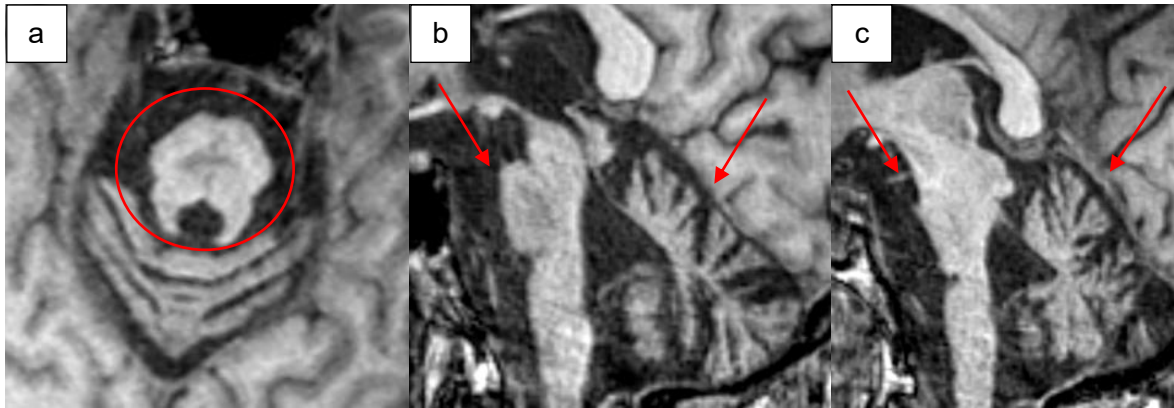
"Hot-cross-bun" Zeichen, pontine und zerebelläre Atrophie bei MSA in einer T1-gewichteten MRT-Bildmorphologie. a: „hot-cross-bun“ Zeichen; b und c: pontine und zerebelläre Atrophie. Die Bildmaterialien entstammen aus der vorliegenden Promotionsarbeit.
